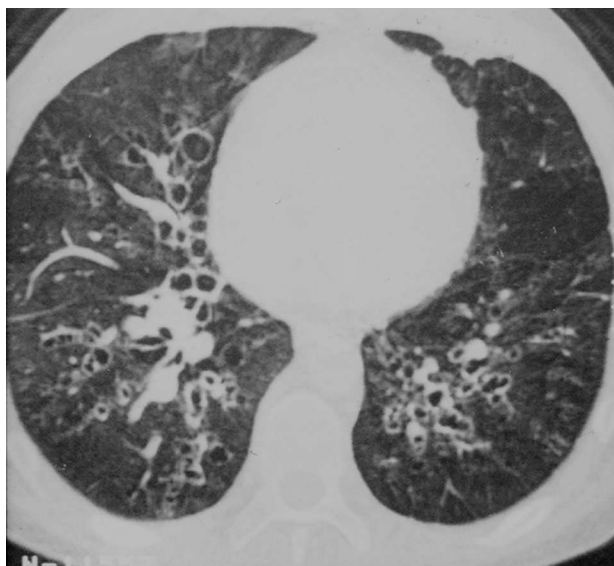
Tomografía axial computarizada torácica en la que se aprecian bronquiectasias difusas cilíndricas y quísticas y áreas bullosas incipientes.
